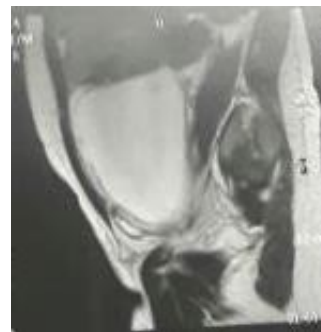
Ressonância Magnética da paciente em corte sagital demonstrando volumosa formação expansiva cística com finas septações internas em região anexial à direita de tamanho: 14,9 x 13,4 x 12,3 cm com volume de 1277 cm³ associado a uma pequena/moderada quantidade de líquido livre patológico na cavidade.
